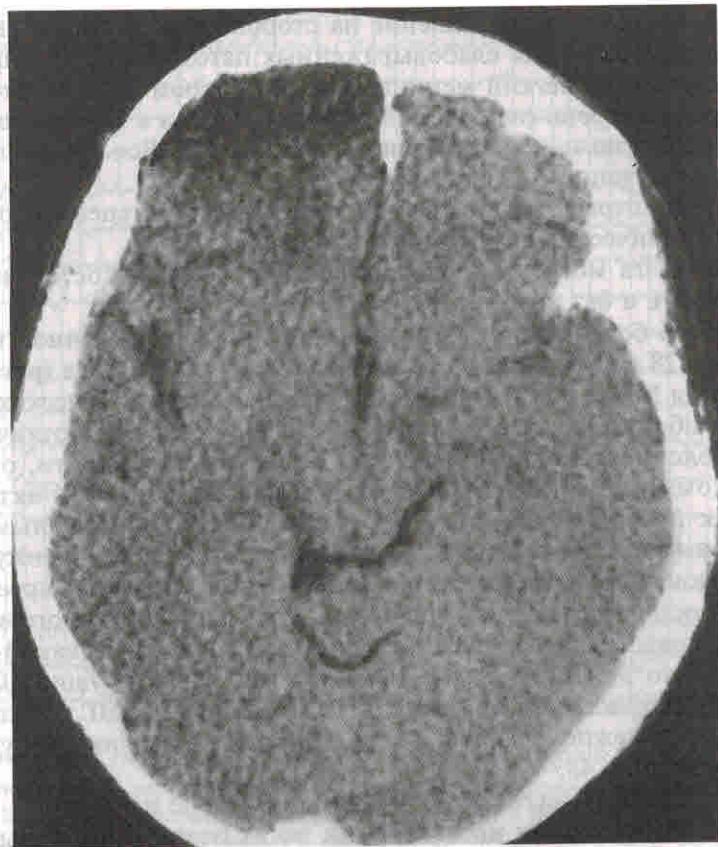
Компьютерная томограмма больного с ушибом головного мозга I вида при клинической форме ушиба головного мозга легкой степени. Зоны пониженной плотности в обеих лобных долях.
